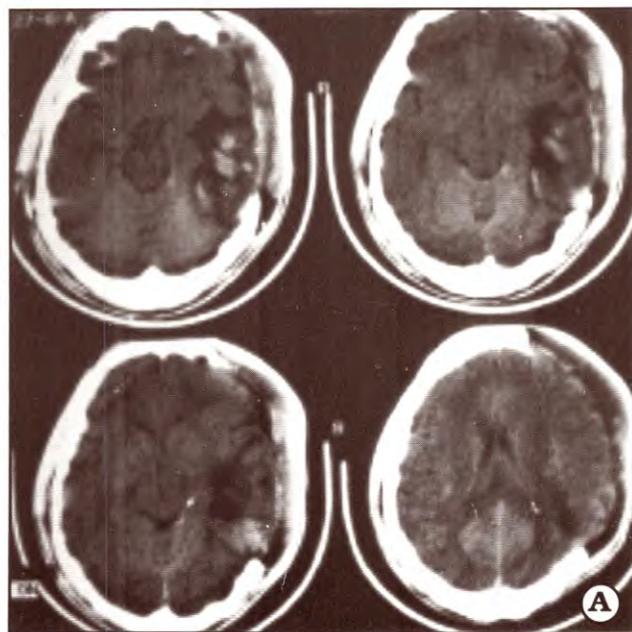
Hemisferiectomía descompresiva. A. TAC CD izquierda
